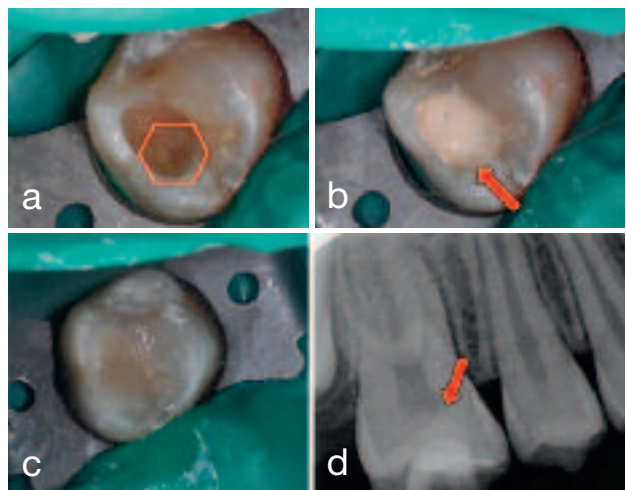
Diepe cariës thv 16 (a) en klinisch beeld na onmiddellijke behandeling met Biodentine™ als bodemlaag (b). Een composietrestauratie (c) werd in dezelfde zittijd geplaatst en een radiografisch controle werd uitgevoerd (d)
